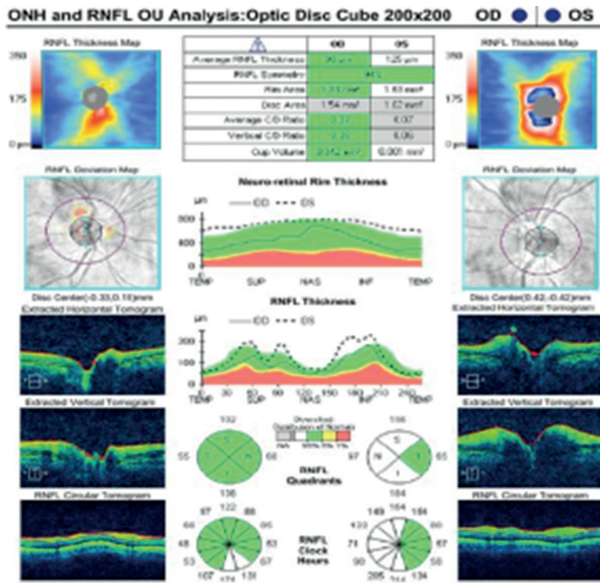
Optical coherence tomography image of the left eye on postoperative first day showing an increase of the nerve fiber thickness due to the optic disc swelling
